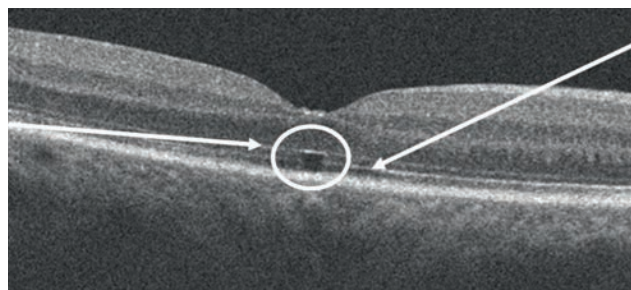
Оптическая когерентная томограмма. Дефекты линии IS/OS при сохранной наружной пограничной мембране
